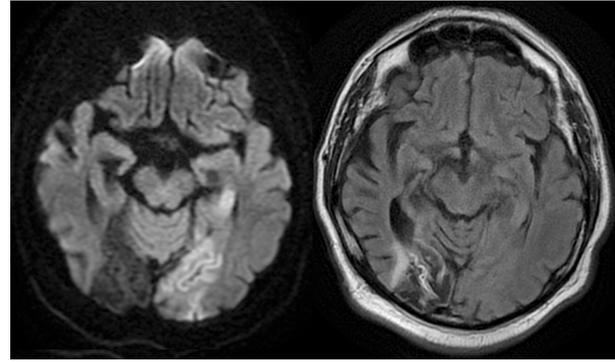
IRM cérébrale du patient à gauche séquence diffusion b1000, à droite séquence T2FLAIR.
